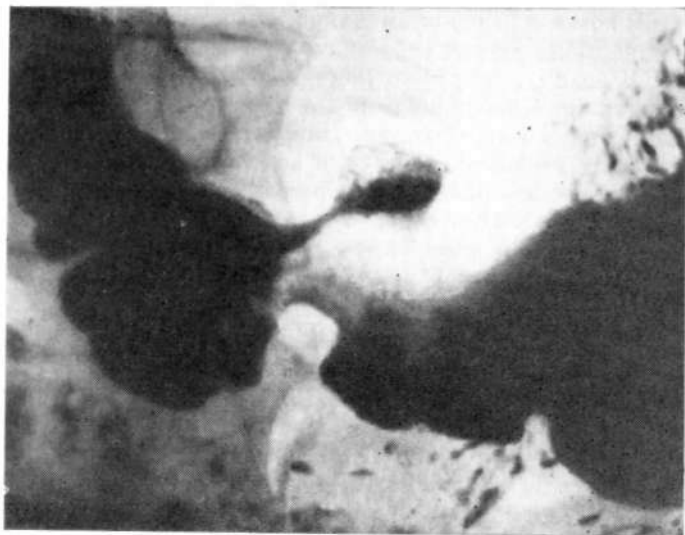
Прицельная рентгенограмма желудка. На малой кривизне аптрального отдела трехслойная ниша.
